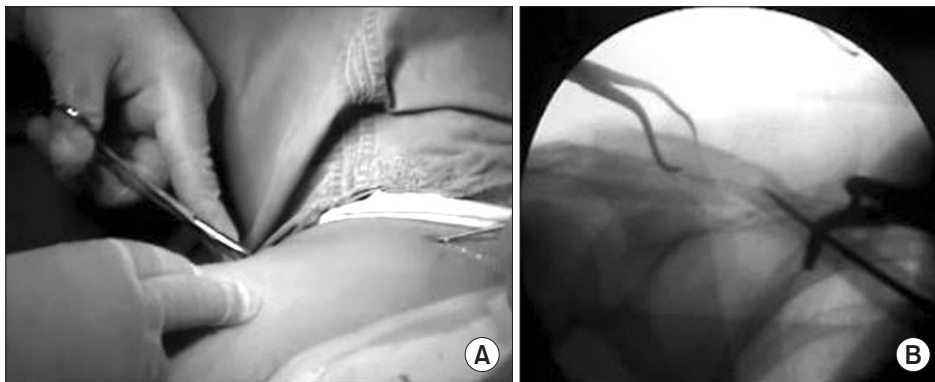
Photograph (A) and radiograph (B) showing a reduction of the clavicle fracture with a towel clip.
